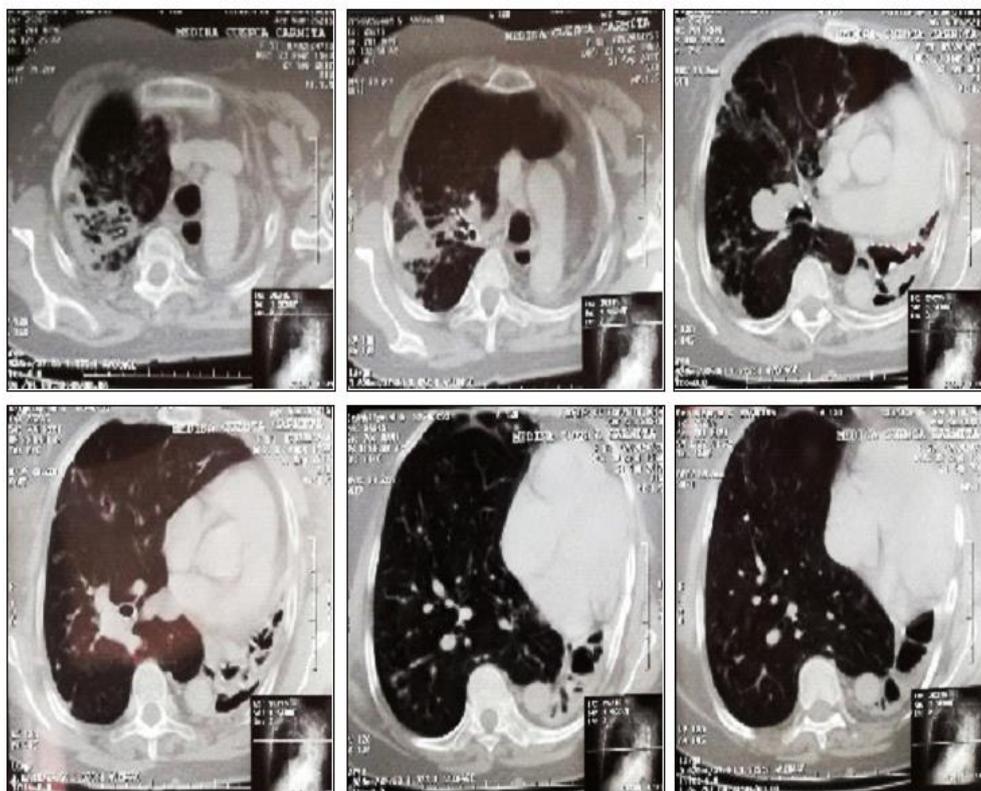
Tomografía de Tórax, corte axial, ventana pulmonar.
